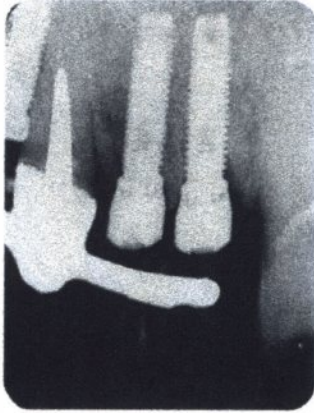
Die Röntgenkontrolle offenbart interdentalen Knochen zwischen den beiden Implantaten zum Zeitpunkt der Implantatsetzung.
